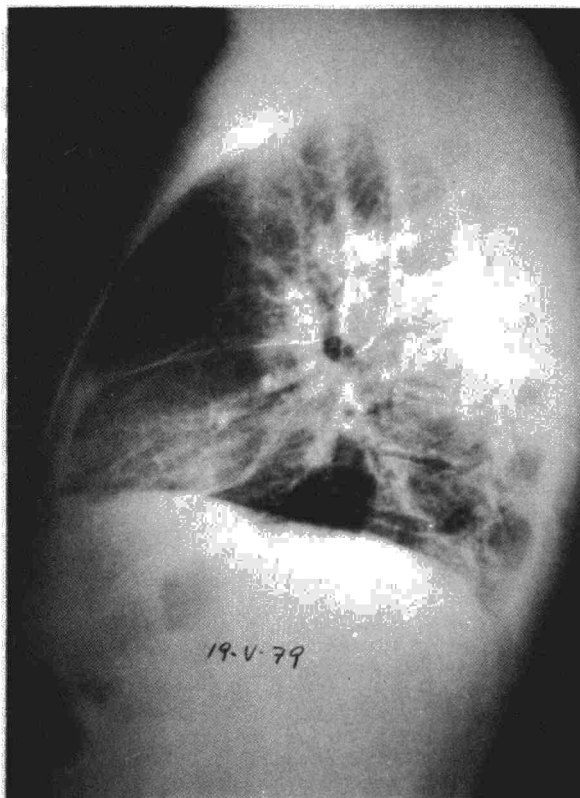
Radiografía lateral de tórax, donde se observa el «engrosamiento» de las cisuras pleurales interlobares.
